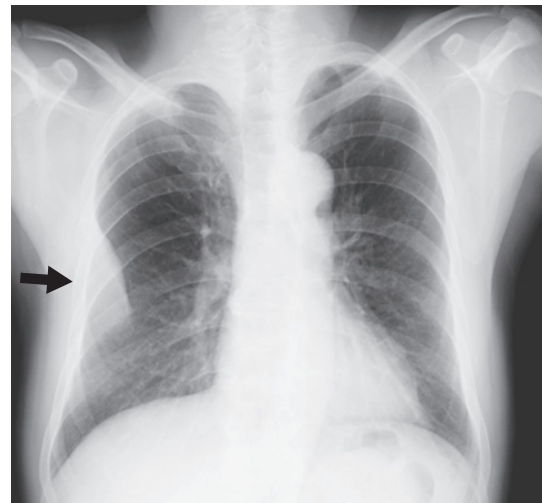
Chest radiograph shows a mass in the right 5th rib.
